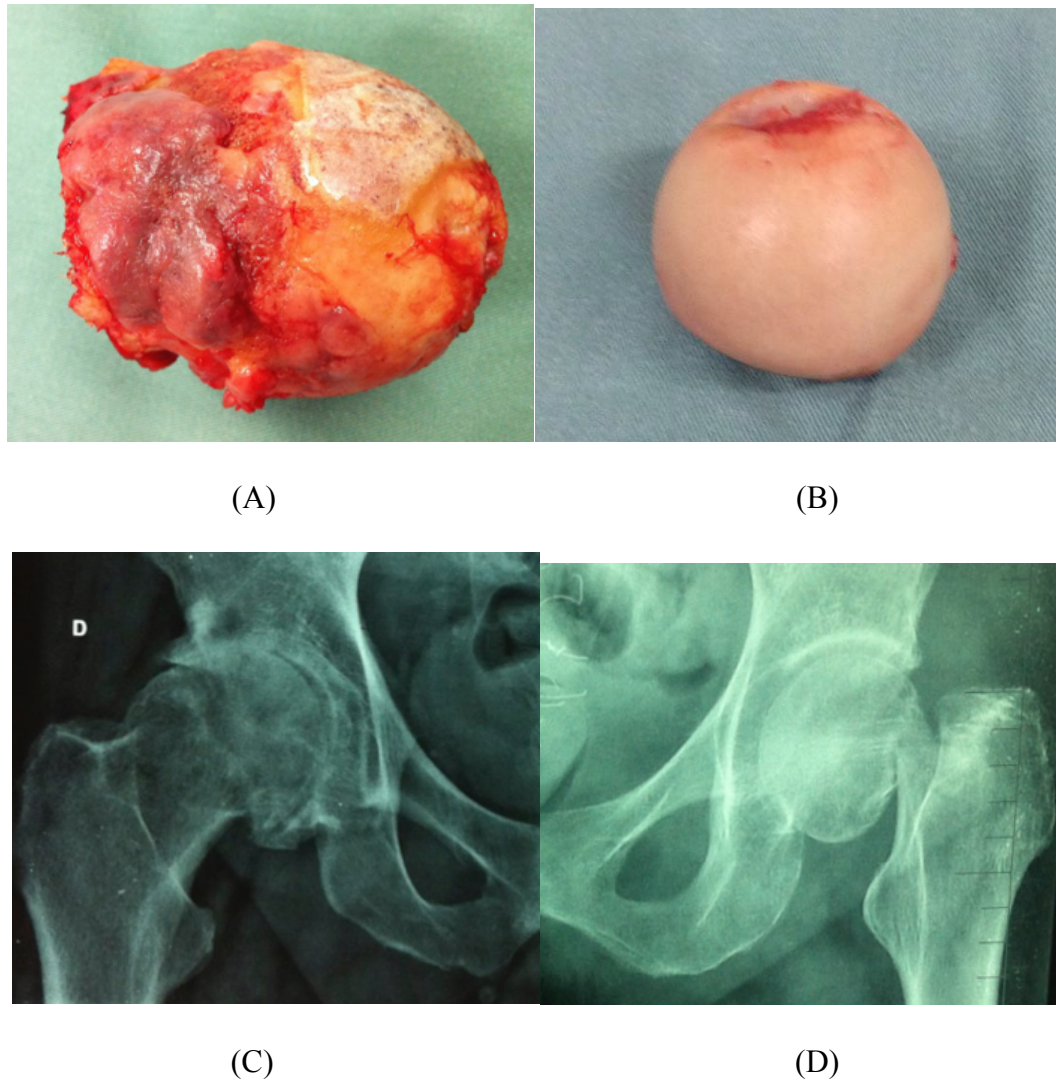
Comparative view of osteoarthritis of the hip (first column) and femoral neck fracture (second column): (A) arthritic femoral head; (B) femoral head observed in femoral neck fractures; (C) radiographs showing osteoarthritis of the hip, and (D) hip with femoral neck fracture.
